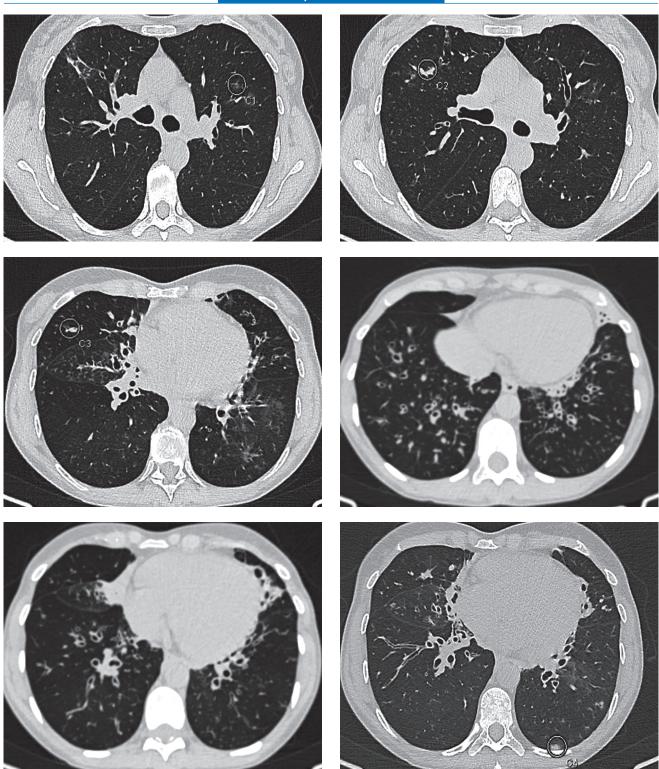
Серия снимков компьютерной томографии органов грудной клетки: картина двусторонних бронхоэктазов в обоих легких с признаками воспаления, явления двустороннего бронхиолита. Фиброателектазы средней доли справа и язычковых сегментов слева Figure 2. A series of CT scans of the chest organs: a picture of bilateral bronchiectasis of both lungs with the signs of inflammation and the bilateral bronchiolitis; fibroatelectasis of the middle lobe on the right and lingual segments on the left
